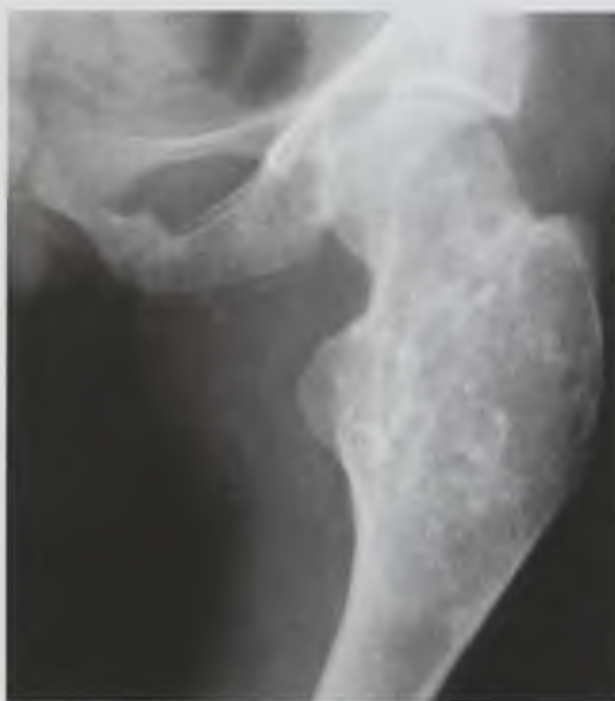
Рентгенограмма левого тазобедренного сустава. Внутрикостная хрящевая дисплазия бедренной кости. Вздутие проксимальной части бедренной кости, внутрикостные кистовидные изменения с множественными плотными включениями с четкими контурами
